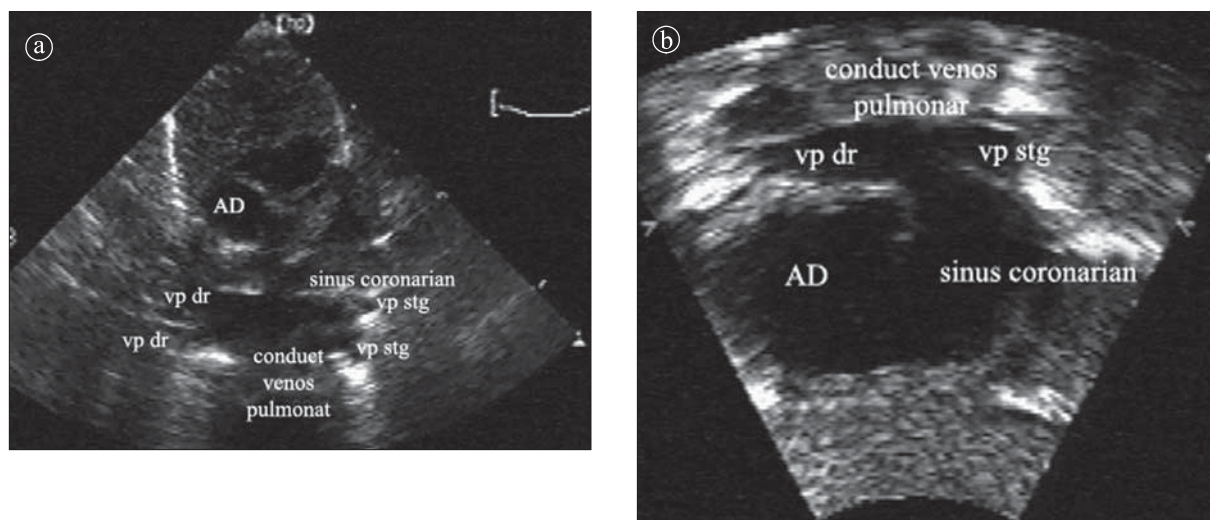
a) și b) Retur venos pulmonar anormal în sinusul coronarian. Ecografie. Secțiune subcostală. Cele două vene pulmonare dreaptă și stângă se unesc într-un conduct comun care se drenează în sinusul coronarian.
